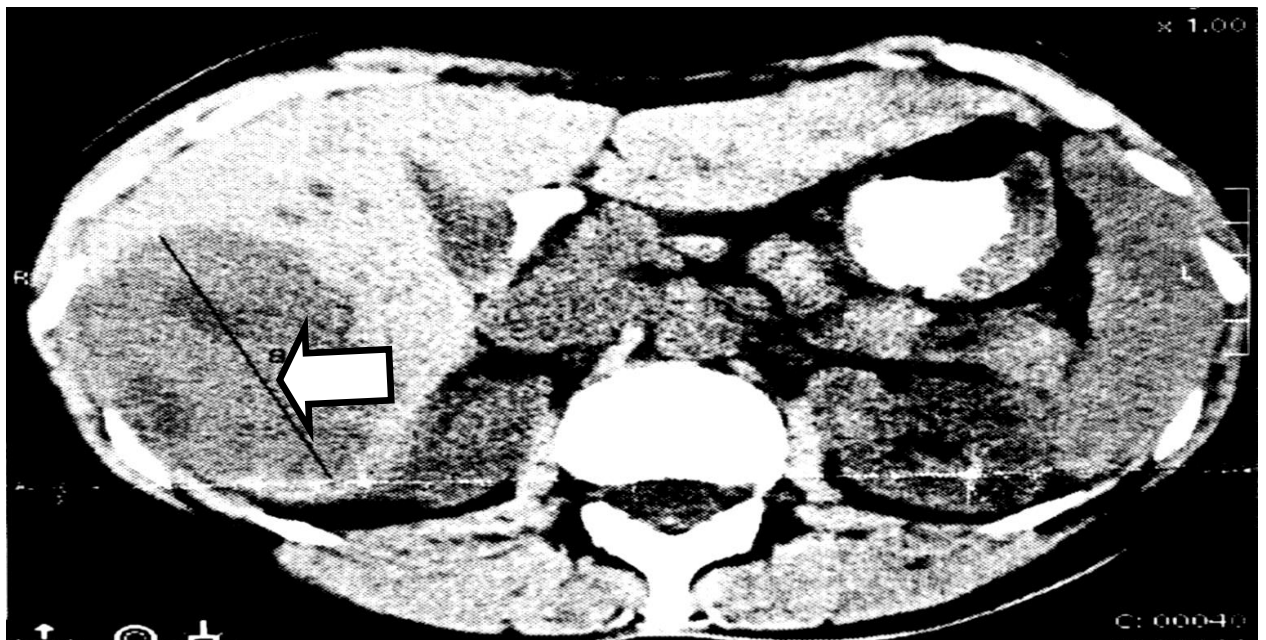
Компьютерная томограмма больной М. Гемангиома правой доли печени (стрелка).
